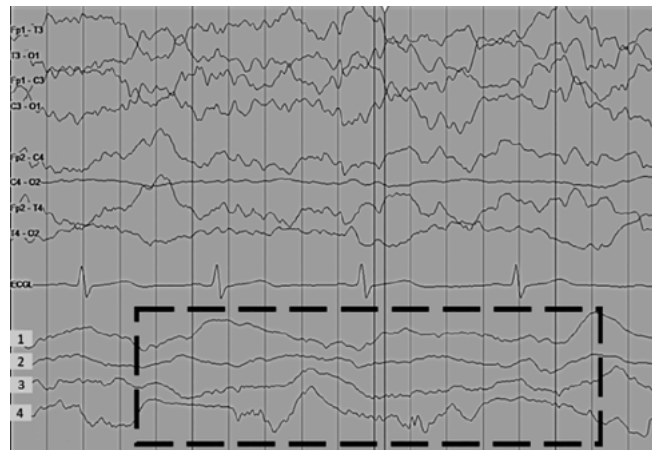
Пострадавший с тяжелой ЧМТ. А — ЭКоГ до развития клинической и нейровизуализационной картины вторичной полушарной ишемии мозга. Пунктиром обозначена полиморфная медленноволновая активность; В — компьютерная томограмма, аксиальный срез. Зона пониженной плотности занимает все левое полушарие головного мозга
